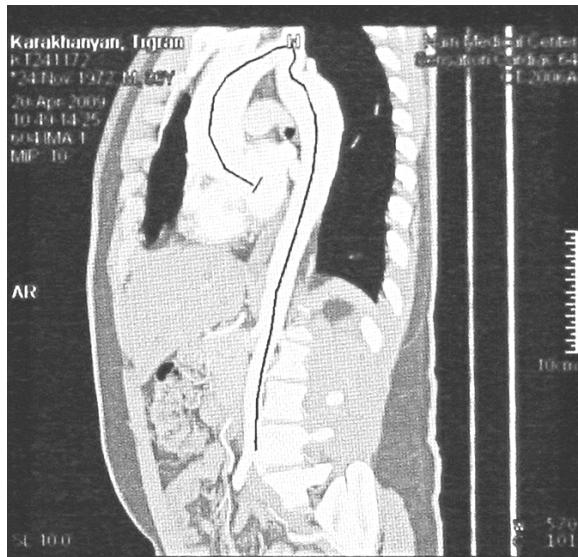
Рентгенография аорты больного Тиграна
